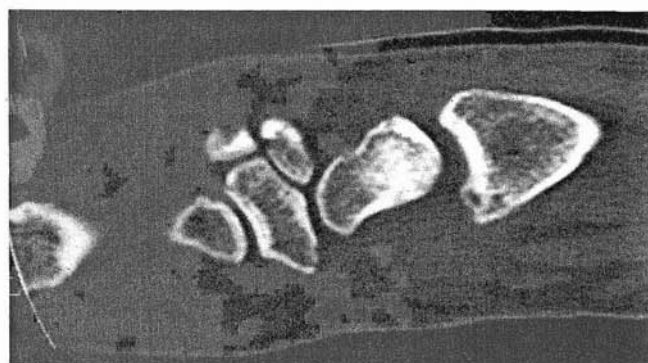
TAC. Línea de fractura y esclerosis del polo proximal.
